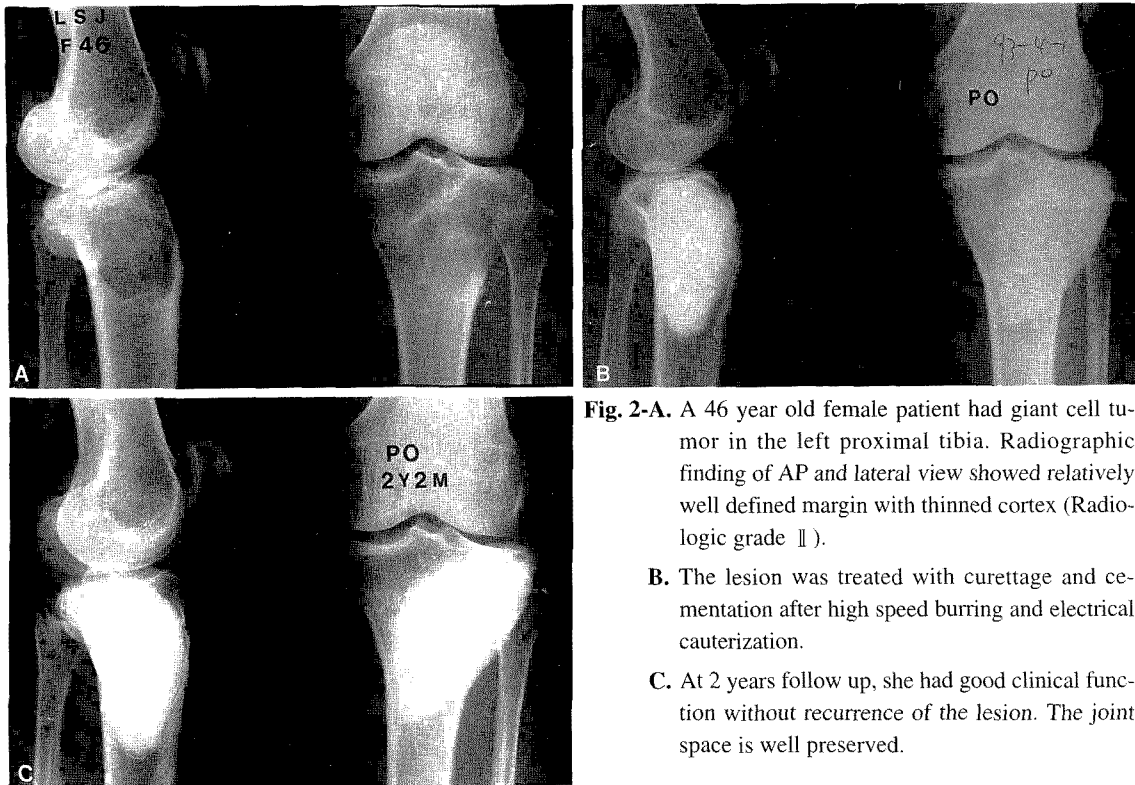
A 46 year old female patient had giant cell tumor in the left proximal tibia. Radiographic finding of AP and lateral view showed relatively well defined margin with thinned cortex (Radiologic grade II).
